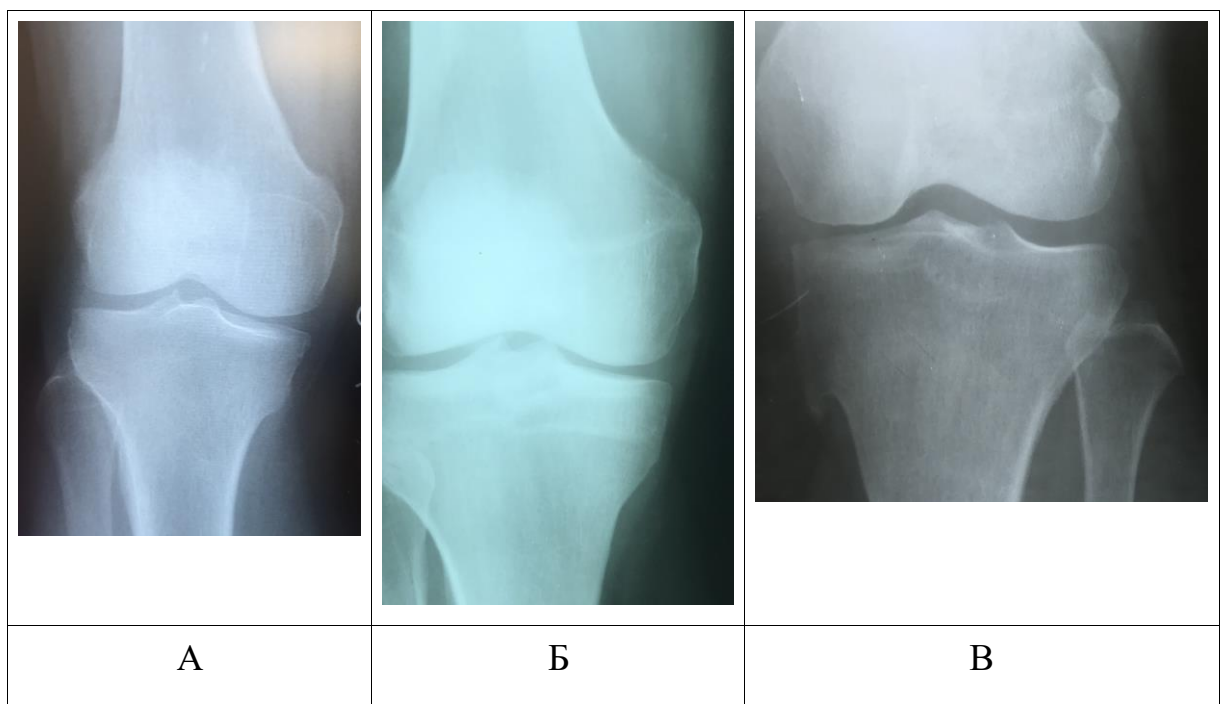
Фотовідбитки з рентгенограм колінного суглоба пацієнтів з моногонартрозом 1-2 стадії за Келлгреном-Лоуренсом (а-в); невідповідність форми й величини латерального надвиростка стегнової кістки та латерального плато великогомілкової кістки (а, в); сплюснення медіального плато великогомілкової кістки (а).
